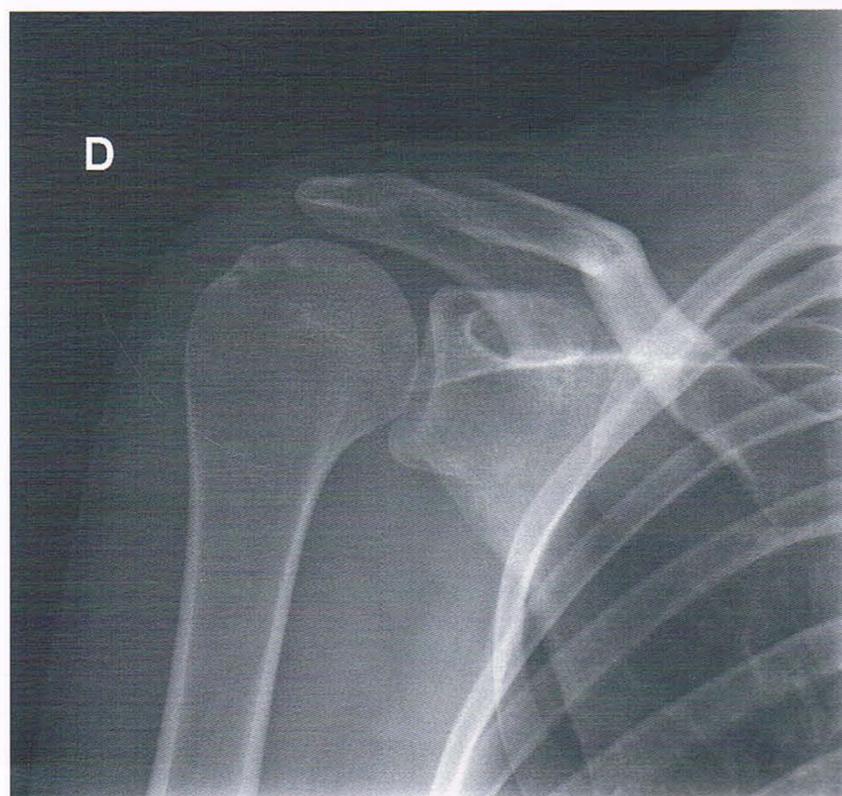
Radiographie montrant la réduction de la luxation.
